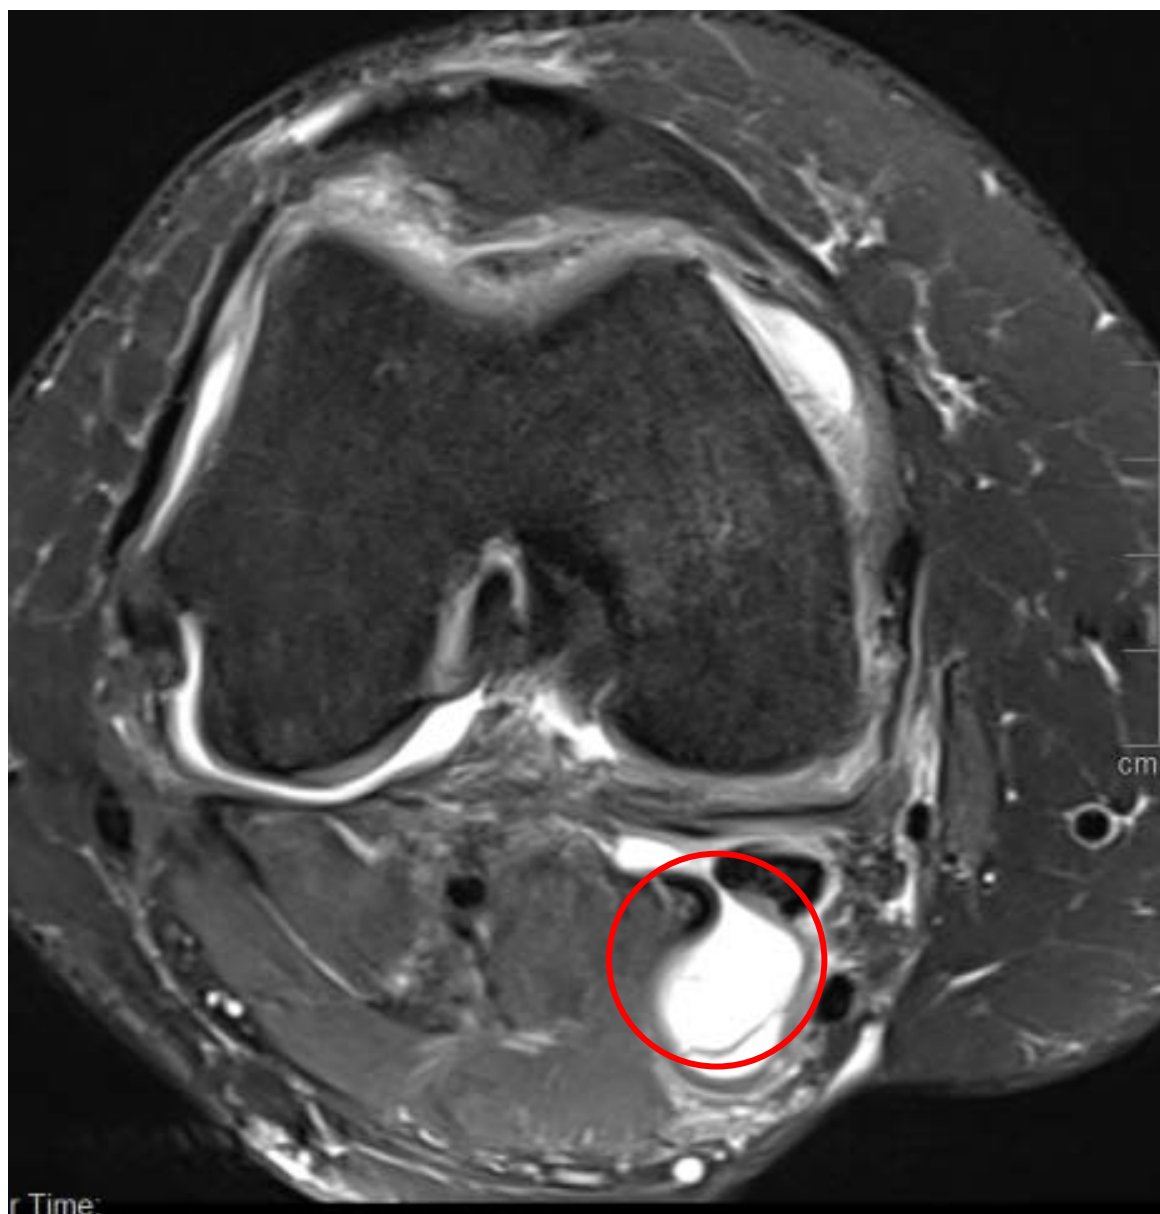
IRM du genou en coupe axiale montrant un kyste poplité
